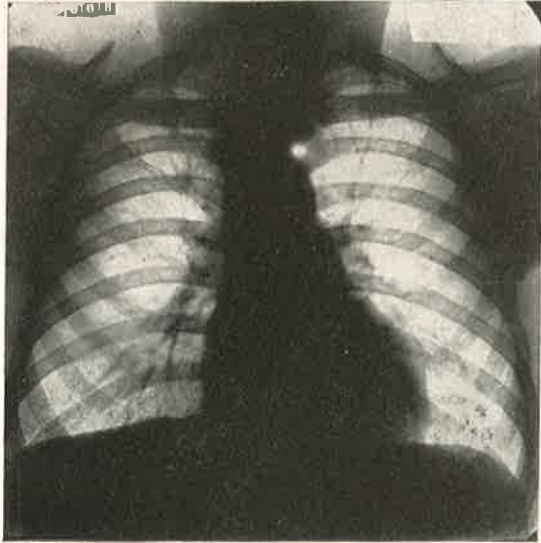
n.º 3 — Radiografia dia 23-7-1943
